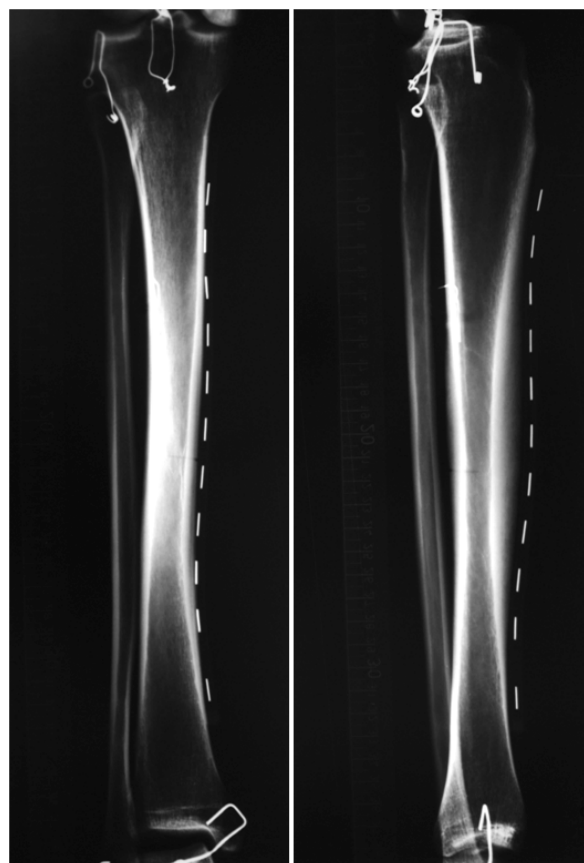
Рентгенограммы «длинной и узкой» большеберцовой кости в прямой и боковой проекциях с рентгенконтрастной меткой в канале а. nutriticia tibialis и плоскости морфометрических исследований.
